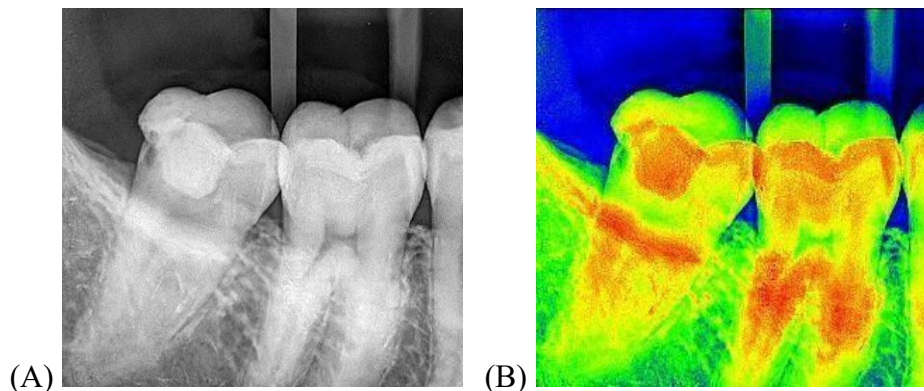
Radiografia Interproximal dos elementos após seis meses à realização da restauração definitiva. (A) Dente #47; (B) Dente #37.
